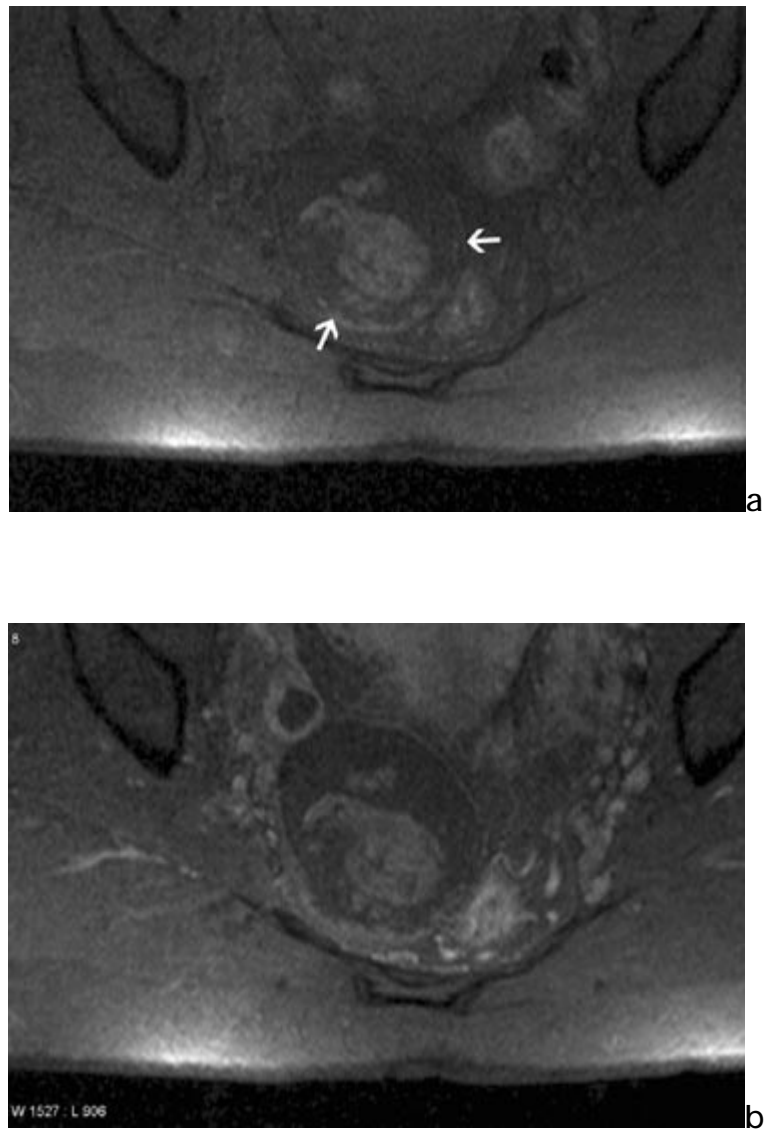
Coupes IRM axiales T1 avec saturation du signal de la graisse sans (a) et avec (b) injection de produit de contraste. Tératome mature ovarien droit (E). Absence de rehaussement significatif après injection de produit de contraste [37].
